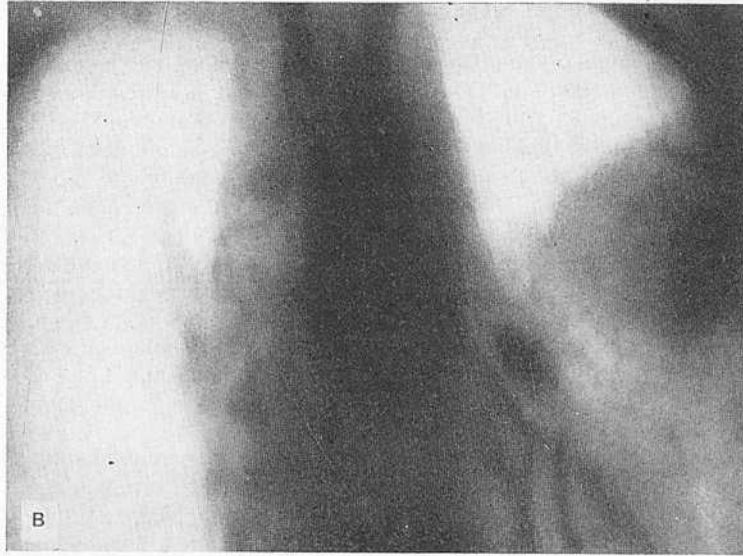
Рентгенограмма, бронхограмма и томограмма больной Г. а — острый абсцесс верхней доли левого легкого; б — через 4 мес выявляется крупный псевдосеквестр, обтекаемый контрастным веществом, проникшим в полость гнойника; в — через 1 год псевдосеквестр увеличился в 2 раза.
